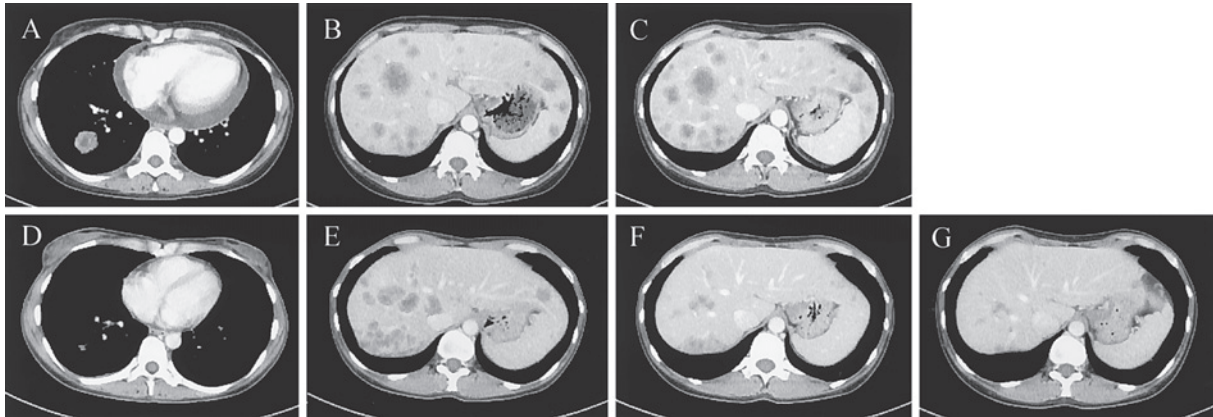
Chest computed tomography (CT) course. A chest CT scan on admission showed a 26×24-mm mass shadow in the right S⁸ and pericardial effusion (A). Multiple liver metastases were also detected (B), but these did not show little change after first- or second-line chemotherapy (C). Although 7 months after the administration of crizotinib, the primary lesion remained shrunk (D), regrowth of the liver metastases was noted (E). The metastases shrank after 2 courses of chemotherapy consisting of carboplatin and pemetrexed (F), and the effect lasted after 11th course (35th week) of pemetrexed (G).
